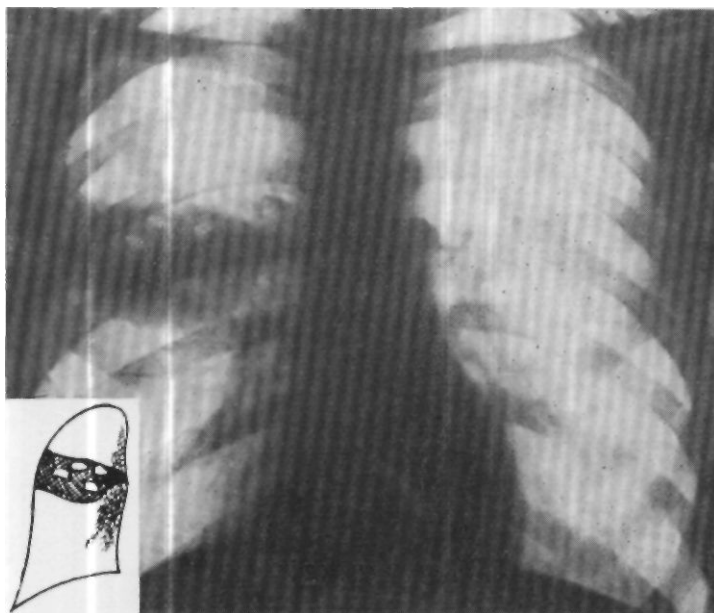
Рентгенограмма больного К-ва (до операции). Справа от II до IV ребра (счет спереди) по всей ширине легочного поля определяется затемнение средней интенсивности с выпуклым, четким нижним контуром, медиально примыкающее к корню. Верхний контур нечеткий. На фоне описанной тени видно множество мелких просветлений различной формы без уровней жидкости.
